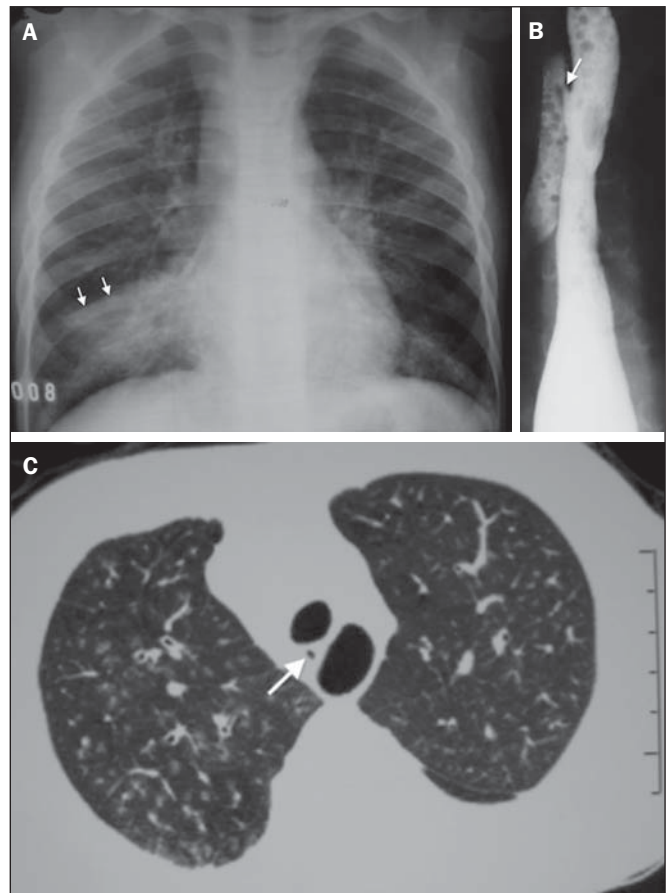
Menino de seis anos de idade com pneumonias repetidas. A: Radiografia de tórax em incidência anteroposterior mostrando tênues opacidades difusas em ambos os pulmões, confluentes no lobo médio; o desvio caudal da cisura horizontal (setas) caracteriza componente atelectásico. B: Esófagografia demonstrando fistula “em H” para a traqueia (seta). C: Tomografia computadorizada de alta resolução, corte axial ao nível da fistula, caracterizada pelo ponto escuro (seta) entre o esôfago (com ar) e a traqueia. Opacidades centrolobulares, algumas ramificadas, indicando comprometimento das pequenas vias aéreas.
